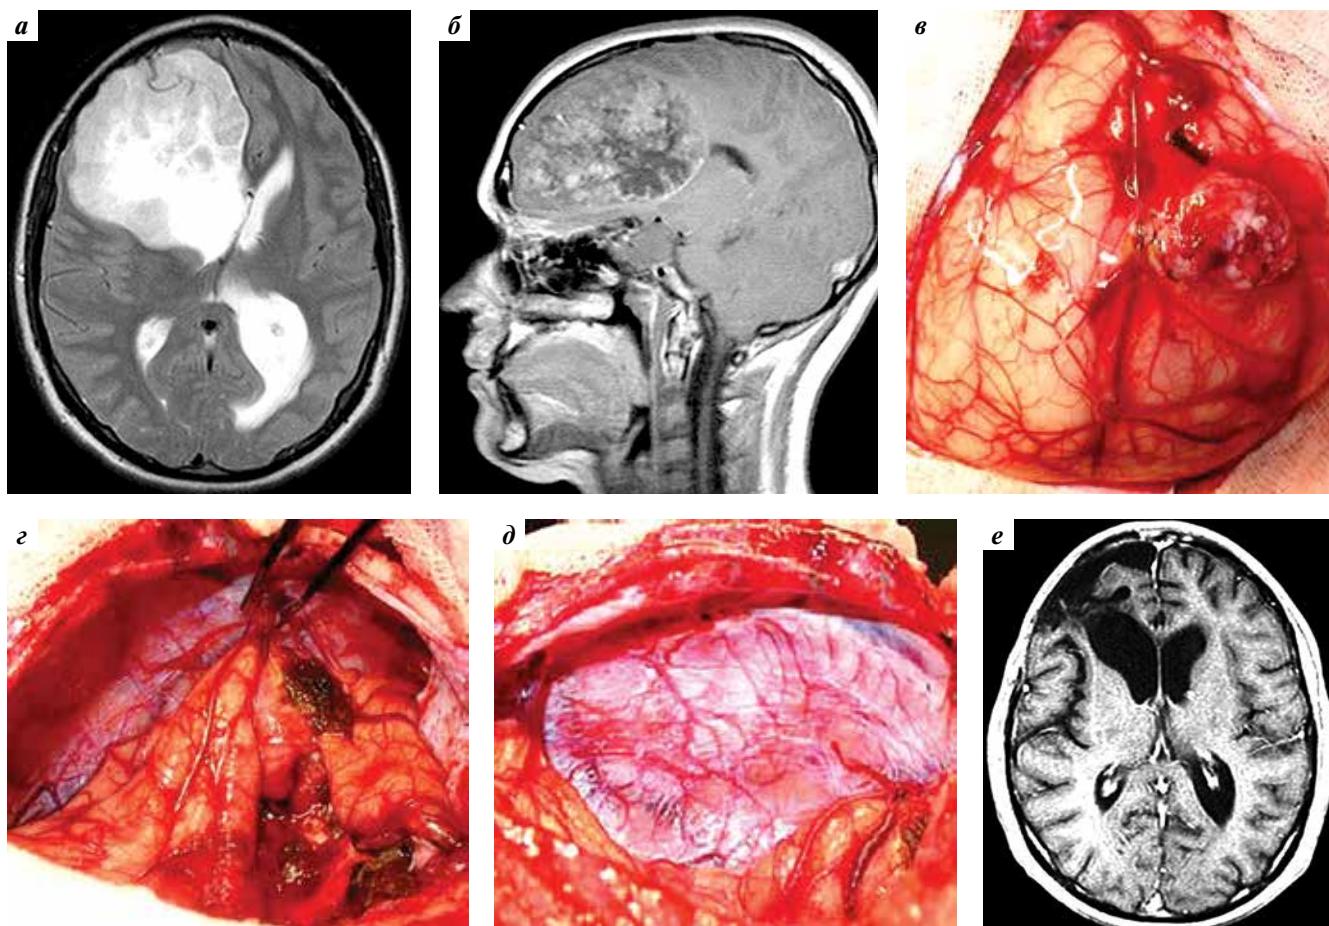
Хирургическое удаление первичной обширной опухоли правой лобной доли головного мозга, врастающей в передний рог и тело правого бокового желудочка: а – магнитно-резонансная терапия (МРТ), аксиальная проекция, режим Т2; б – МРТ, сагиттальная проекция, режим Т1 с контрастным усилением; в – прорастание опухоли в истонченную кору лобной доли с пролабированием в рану; г – ложе тотально удаленной опухоли, коагуляция дренажной вены; д – ложе удаленной опухоли в сагиттальной проекции (обнажен большой серповидный отросток, отмечается глубокое западение коры); е – контрольная МРТ, режим Т1 с контрастным усилением
